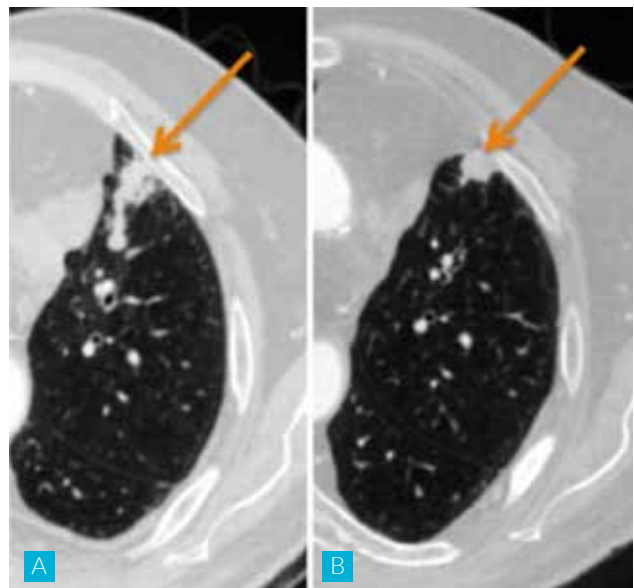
Imagens de tomografia computadorizada onde se verifica uma redução do tamanho das lesões pulmonares de A para B (setas amarelas) após início de tratamento com um antagonista da testosterona de nova geração.
